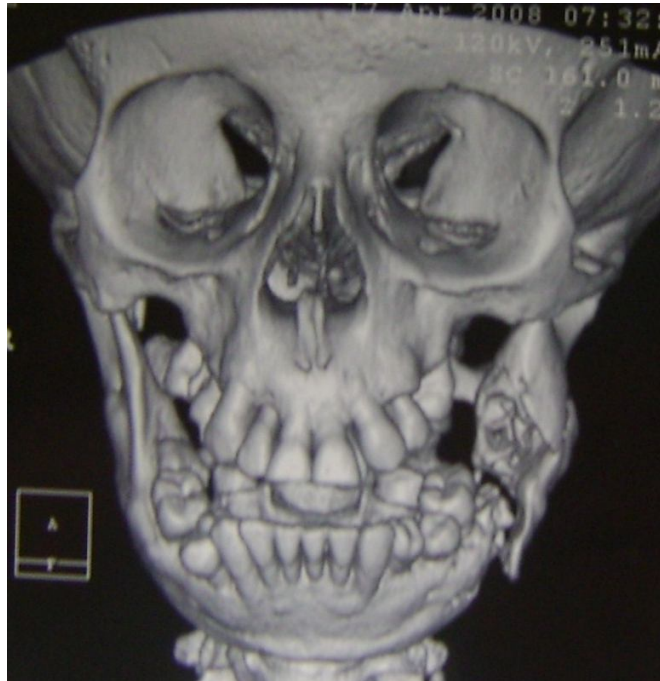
TAC vista frontal
